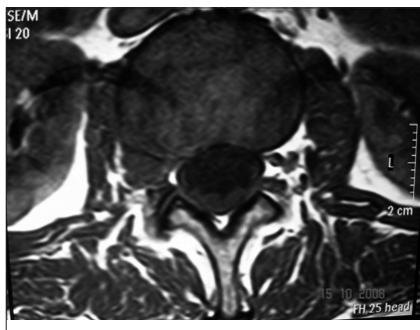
Mismo caso figura 1, resonancia magnética.
